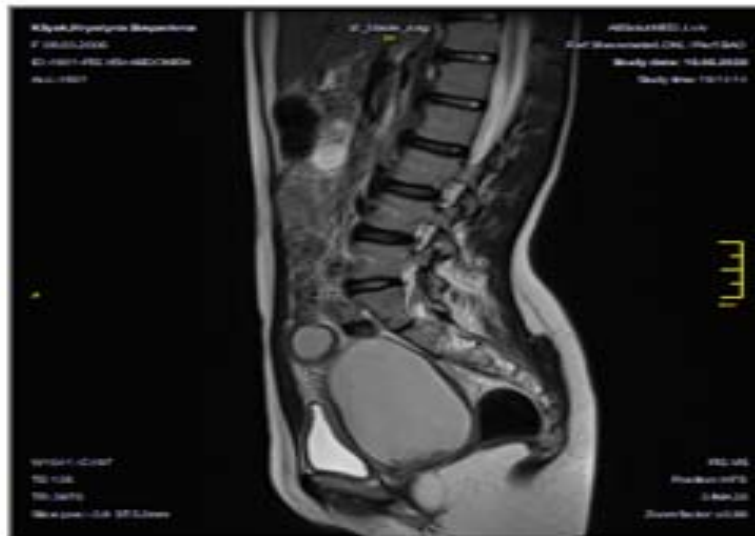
Візуалізація гематокольпосу при проведенні МРТ (T2 зважене зображення).
